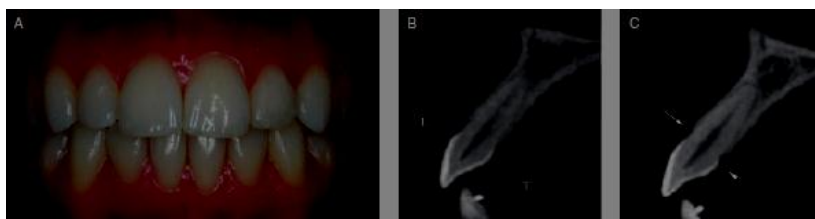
A: quadro clínico intra-oral de um paciente com um biótipo periodontal fino. B: imagem do feixe cônico tomografia computadorizada (TCFC) realizada sem o afastador labial. C: imagem da tomografia computadorizada dos tecidos moles
